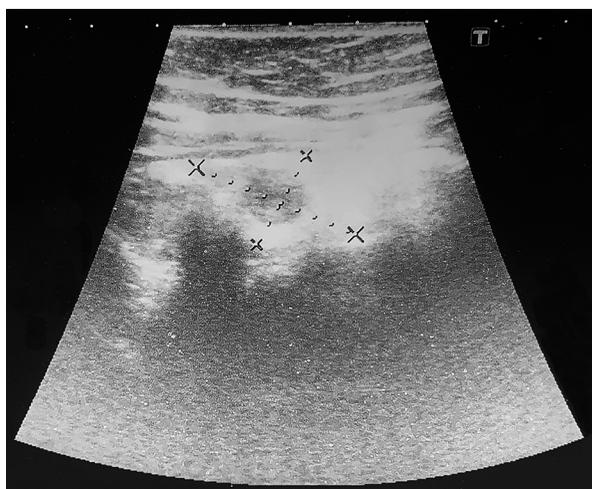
УЗИ червеобразного отростка, покрытого салником
